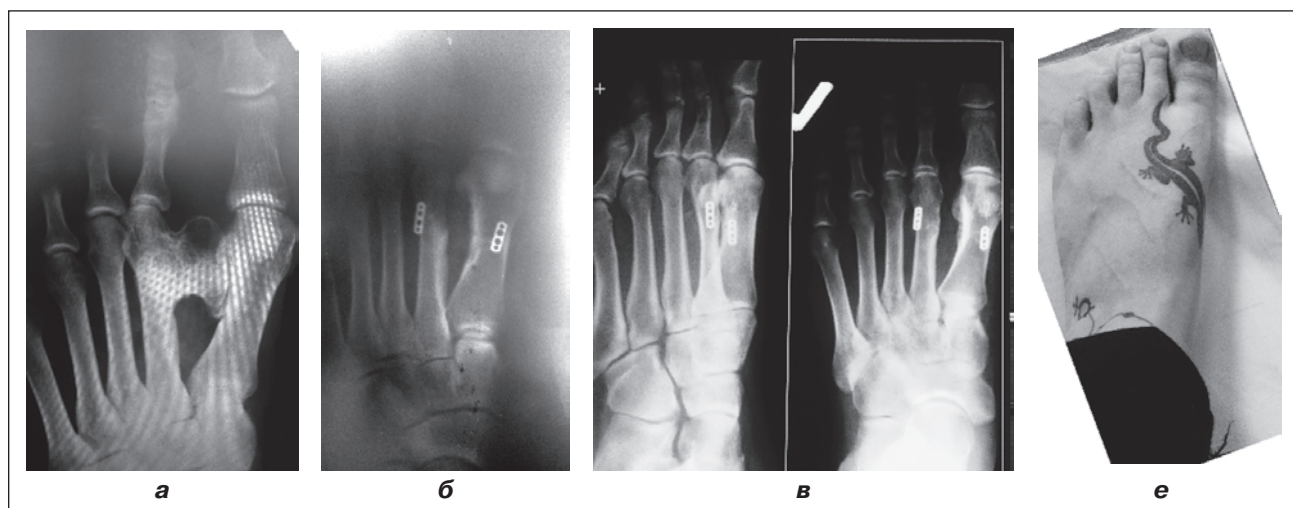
а) екзостоз із вторинною плоскостопною деформацією; б) післяопераційна рентгенограма; в) контрольна рентгенографія ступні через 2 роки; г) клінічний огляд через 2 роки
